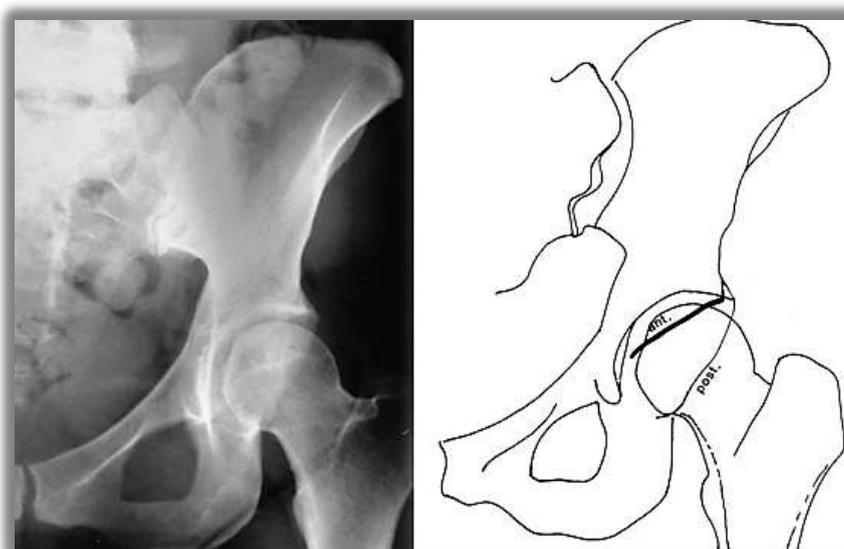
Radiographie et image des contours de l'acétabulum chez un patient normo versé. Projection médiale du rebord antérieur vis-à-vis du postérieur⁶⁵.
